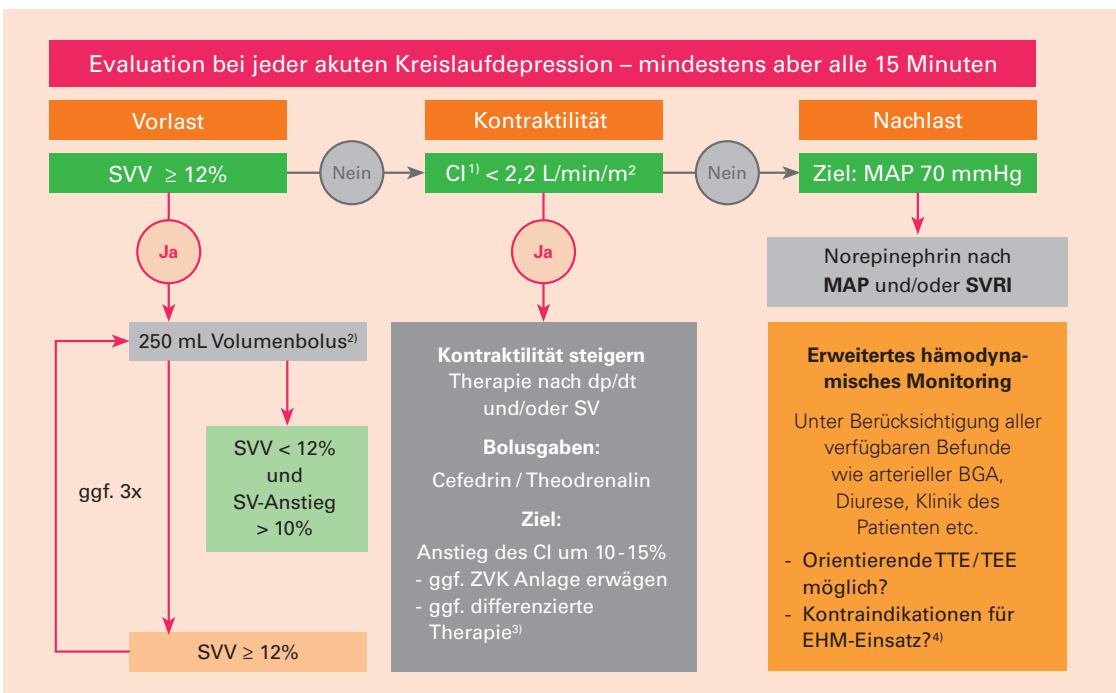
SOP Hämodynamik 2023 der Klinik für Anästhesie und Intensivtherapie des Universitätsklinikums Marburg. Erstellt durch Dr. Benjamin Vojnar. BGA, Blutgasanalyse; CI, Cardiac Index; EHM, erweitertes hämodynamisches Monitoring; MAP, mittlerer arterieller Blutdruck; SV, Schlagvolumen; SVRI, systemischer vaskulärer Widerstandsindex; SVV, Schlagvolumenvarianz; TTE/TEE, transthorale/transösophageale Echokardiographie; ZVK, Zentraler Venenkatheter.
